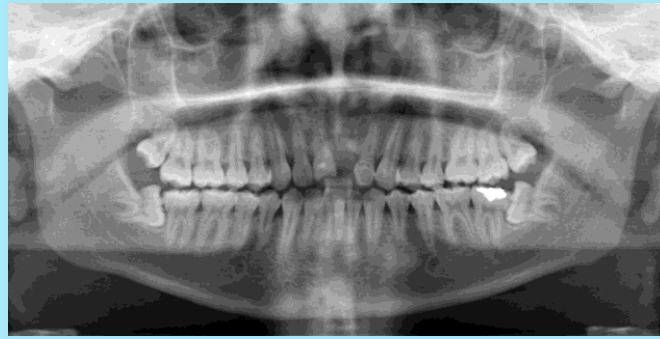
Ortopantomografía ^{FD}
